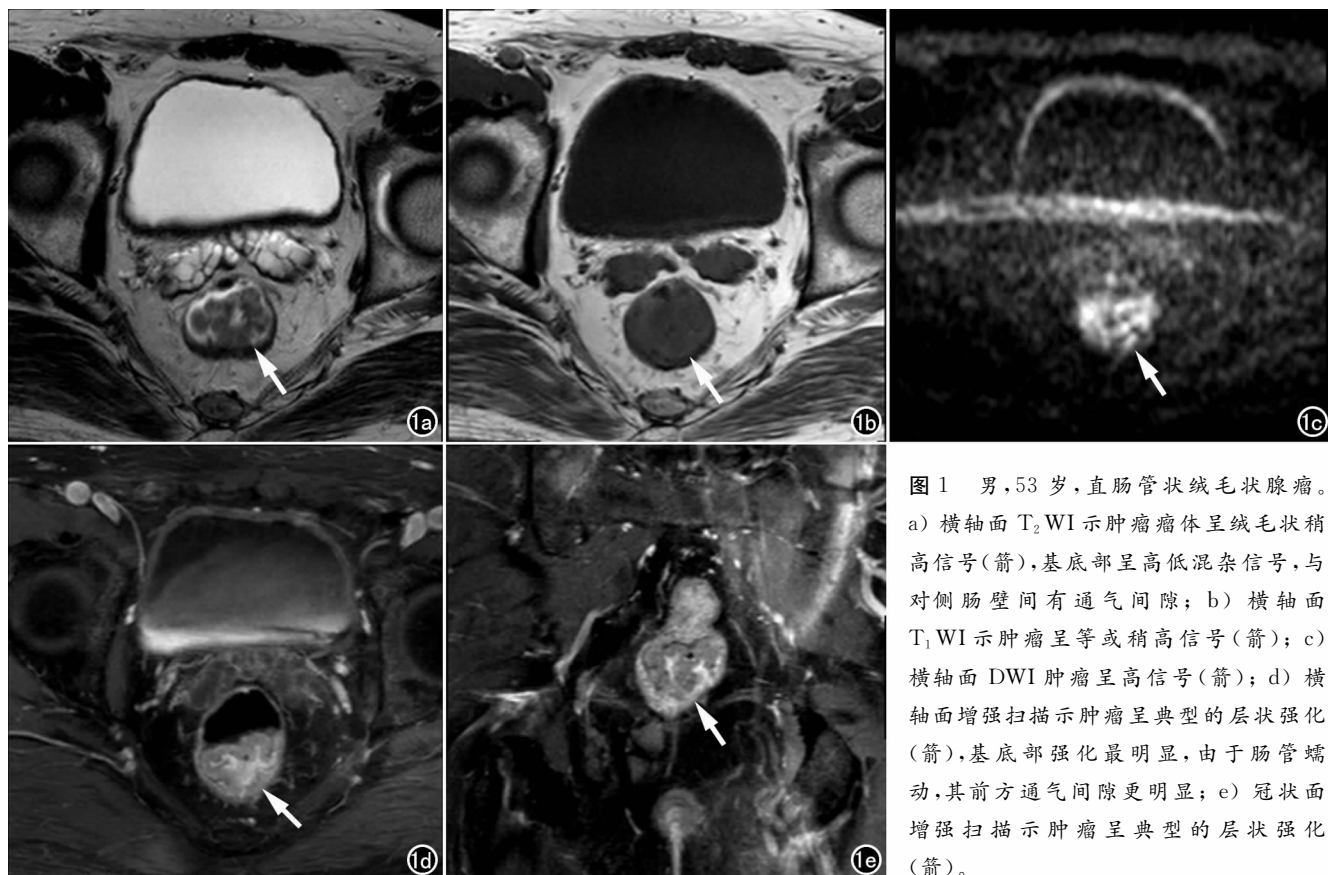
男, 53 岁, 直肠管状绒毛状腺瘤。a) 横轴面 T_2 WI 示肿瘤瘤体呈绒毛状稍高信号(箭), 基底部呈高低混杂信号, 与对侧肠壁间有通气间隙; b) 横轴面 T_1 WI 示肿瘤呈等或稍高信号(箭); c) 横轴面 DWI 肿瘤呈高信号(箭); d) 横轴面增强扫描示肿瘤呈典型的层状强化(箭), 基底部强化最明显, 由于肠管蠕动, 其前方通气间隙更明显; e) 冠状面增强扫描示肿瘤呈典型的层状强化(箭)。
